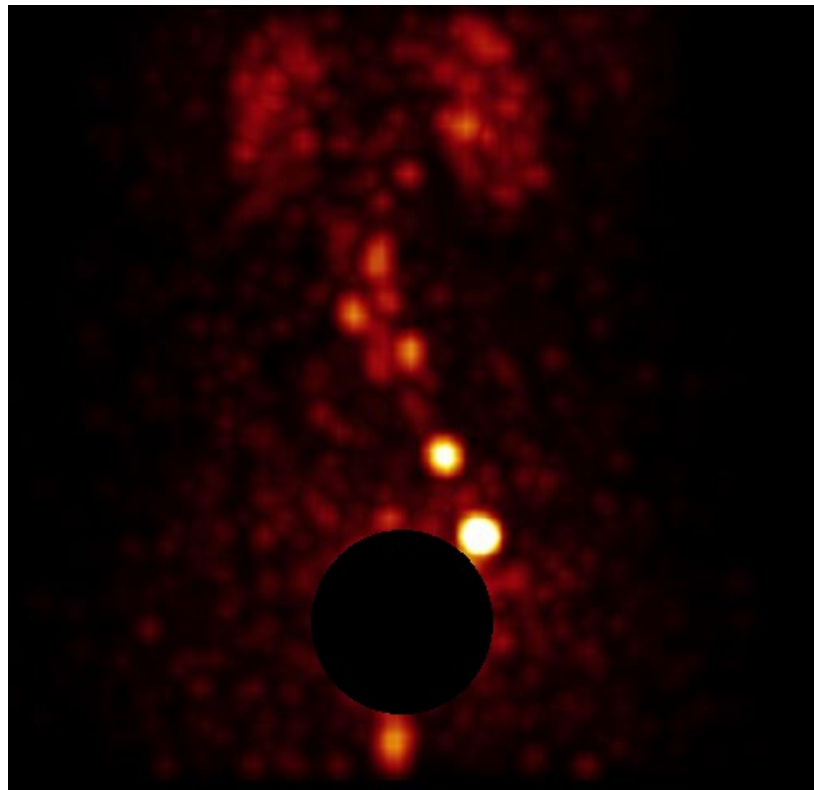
ОФЭКТ томограмма. Односторонний лимфоток
